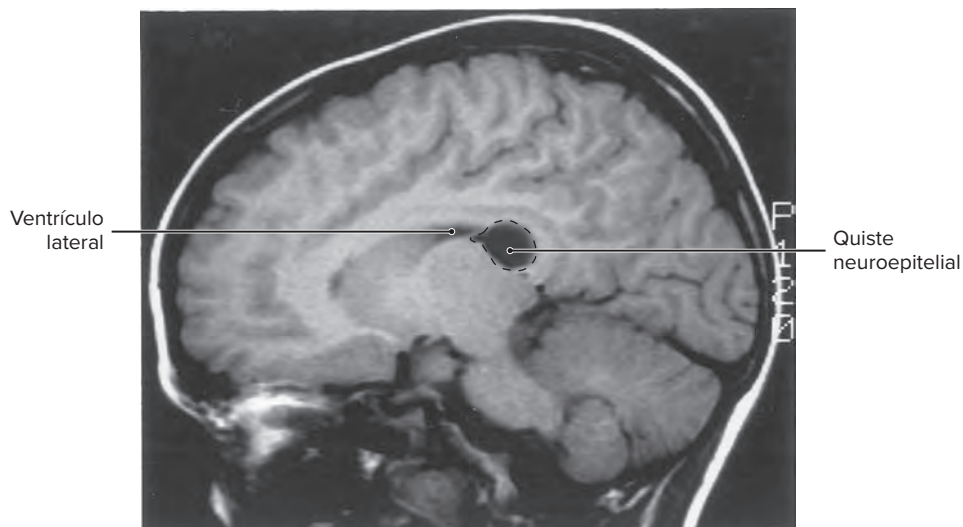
Estudio de imagen por RM parasagital en fase T1 de un quiste neuroepitelial en la parte posterior del ventrículo lateral.
